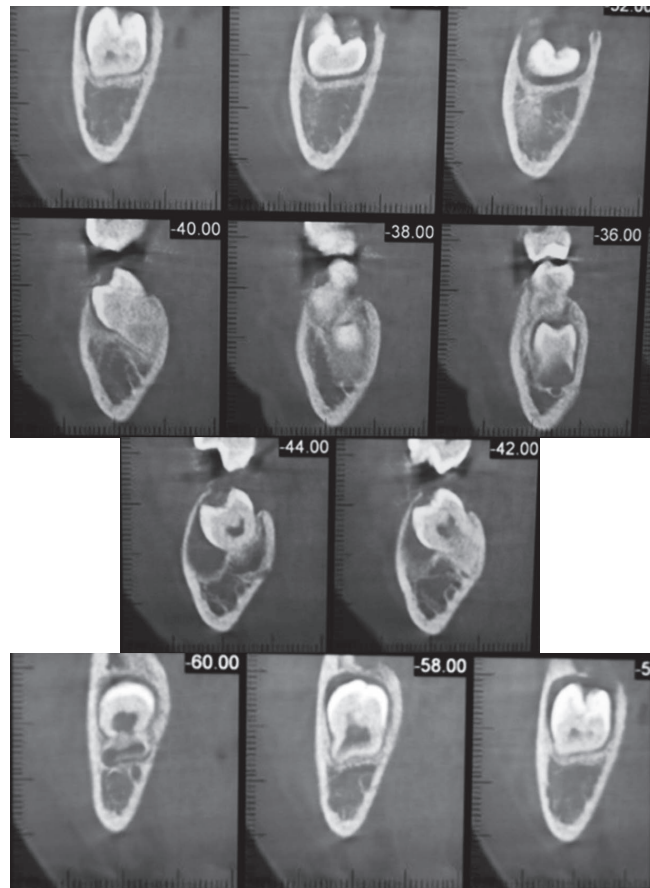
A y B. Tomada con CBCT. En un corte sagital se observa, lesión radiolúcida bien circunscrita que rodea la pieza 4.6 y 4.7.
